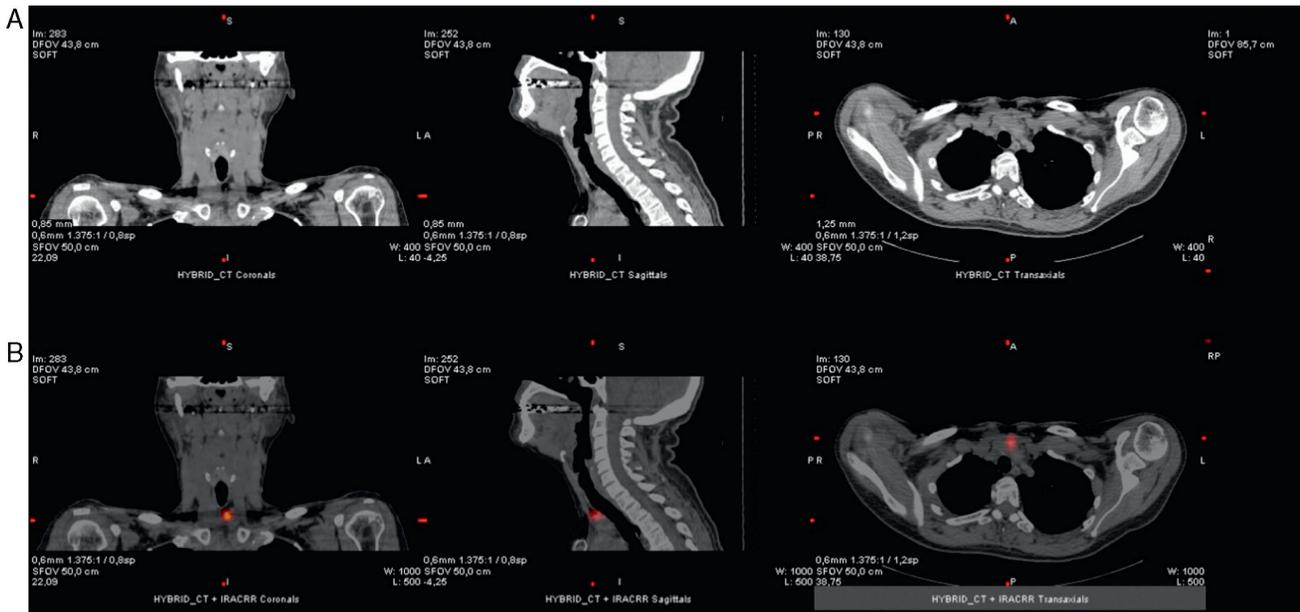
Imagen SPECT/CT posterior a la marcación con Tc-99m MAA: A. TAC simple sin contraste que se usa para localizar las lesiones radiomarcadas usando guía ecográfica. B. Fusión con SPECT/CT, imágenes coronales, sagitales y axiales que confirman la radiolocalización exitosa y focal en ganglios de grupo vi.
